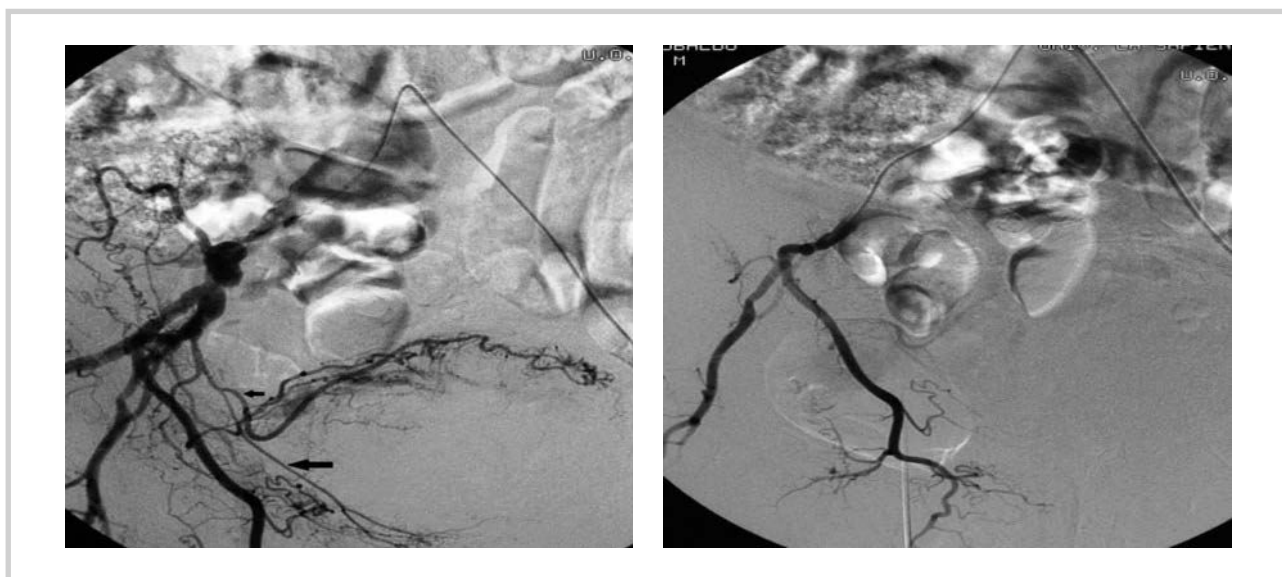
Рентгеноэндоваскулярная окклюзия мочепузырной артерии справа.
